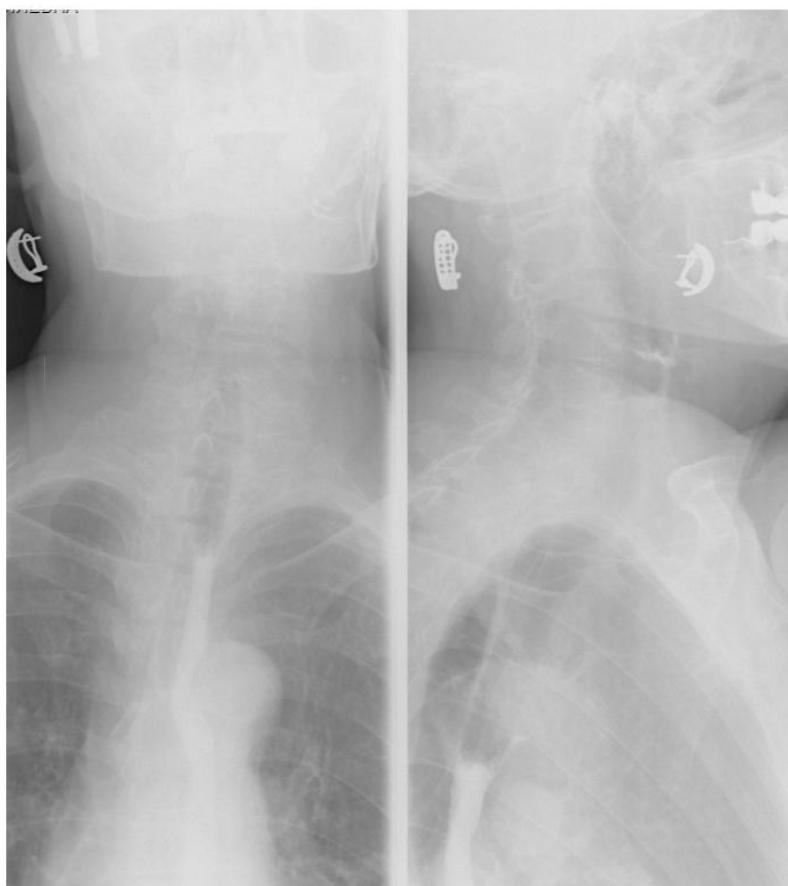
Дивертикул Ценкера после проведения рентгеноскопии с бариевой взвесью у пациентки Ш., 80 лет
